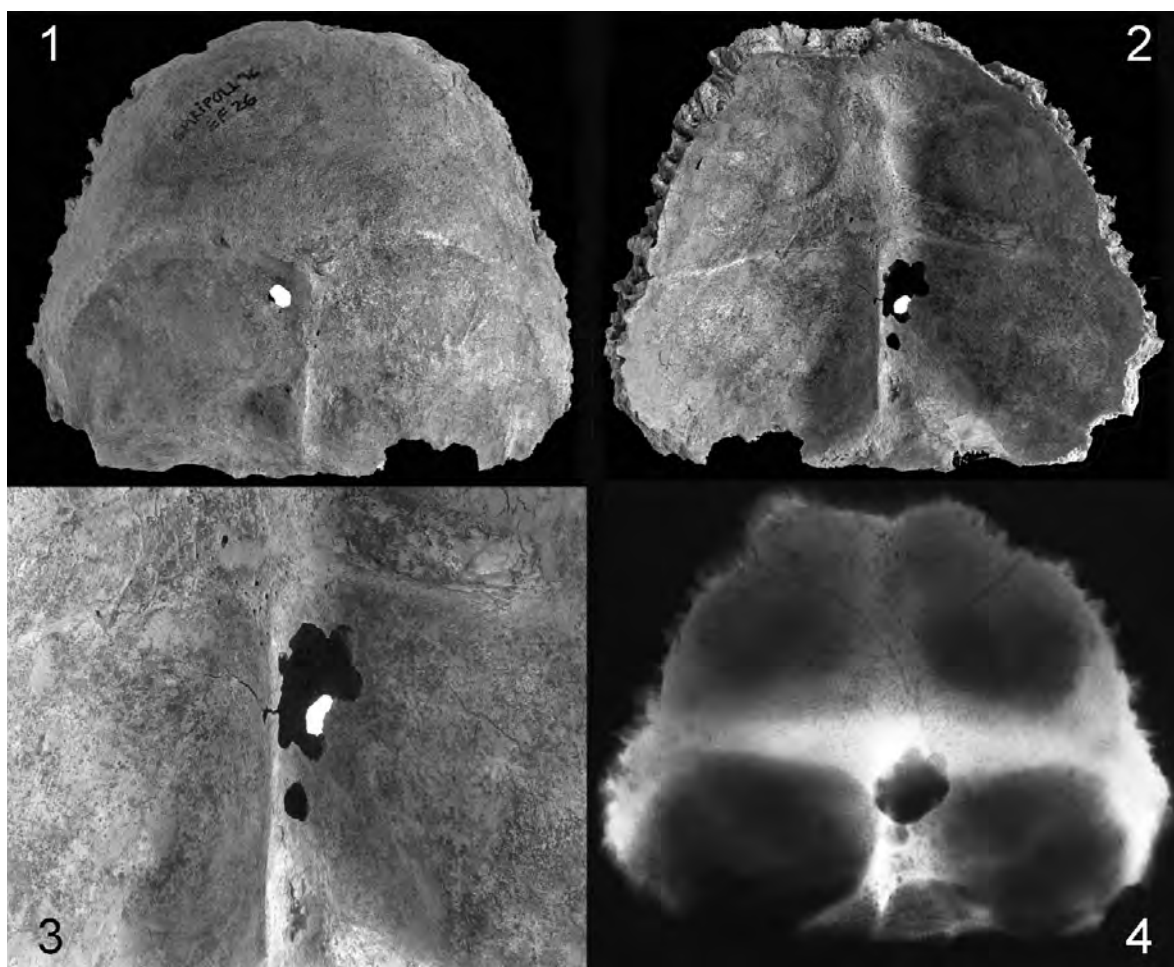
Sinus pericranii*: 1, vist per la cara externa; 2, vist per la cara interna; 3, detall de l'alteració endocranial; 4, radiografia. Comentaris en el text.
